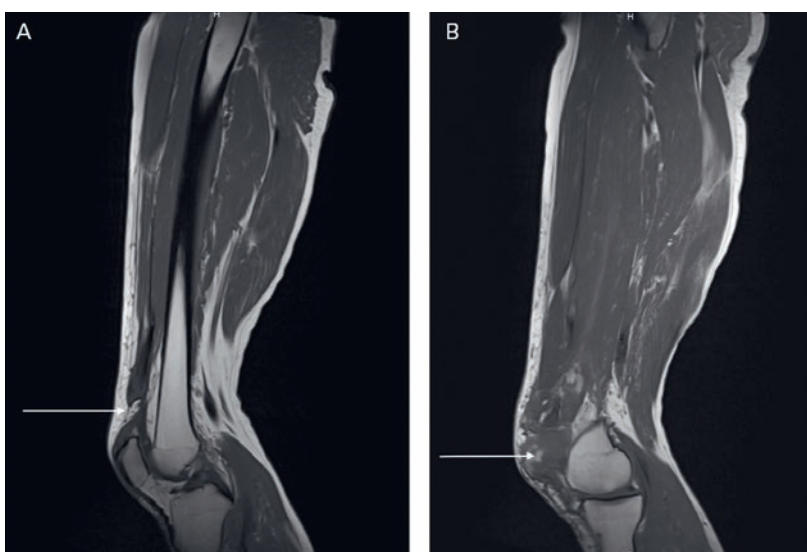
Séquences IRM T1 sagittales. A) Genou droit: Rupture totale du tendon quadriceps (RTQ), à environ 2,5 cm du bord supérieur de la patella (flèche). B) Genou gauche: RTQ, la partie distale du tendon étant mal visualisable. Hématome en regard (flèche) à la partie antéro-interne de la patella.
